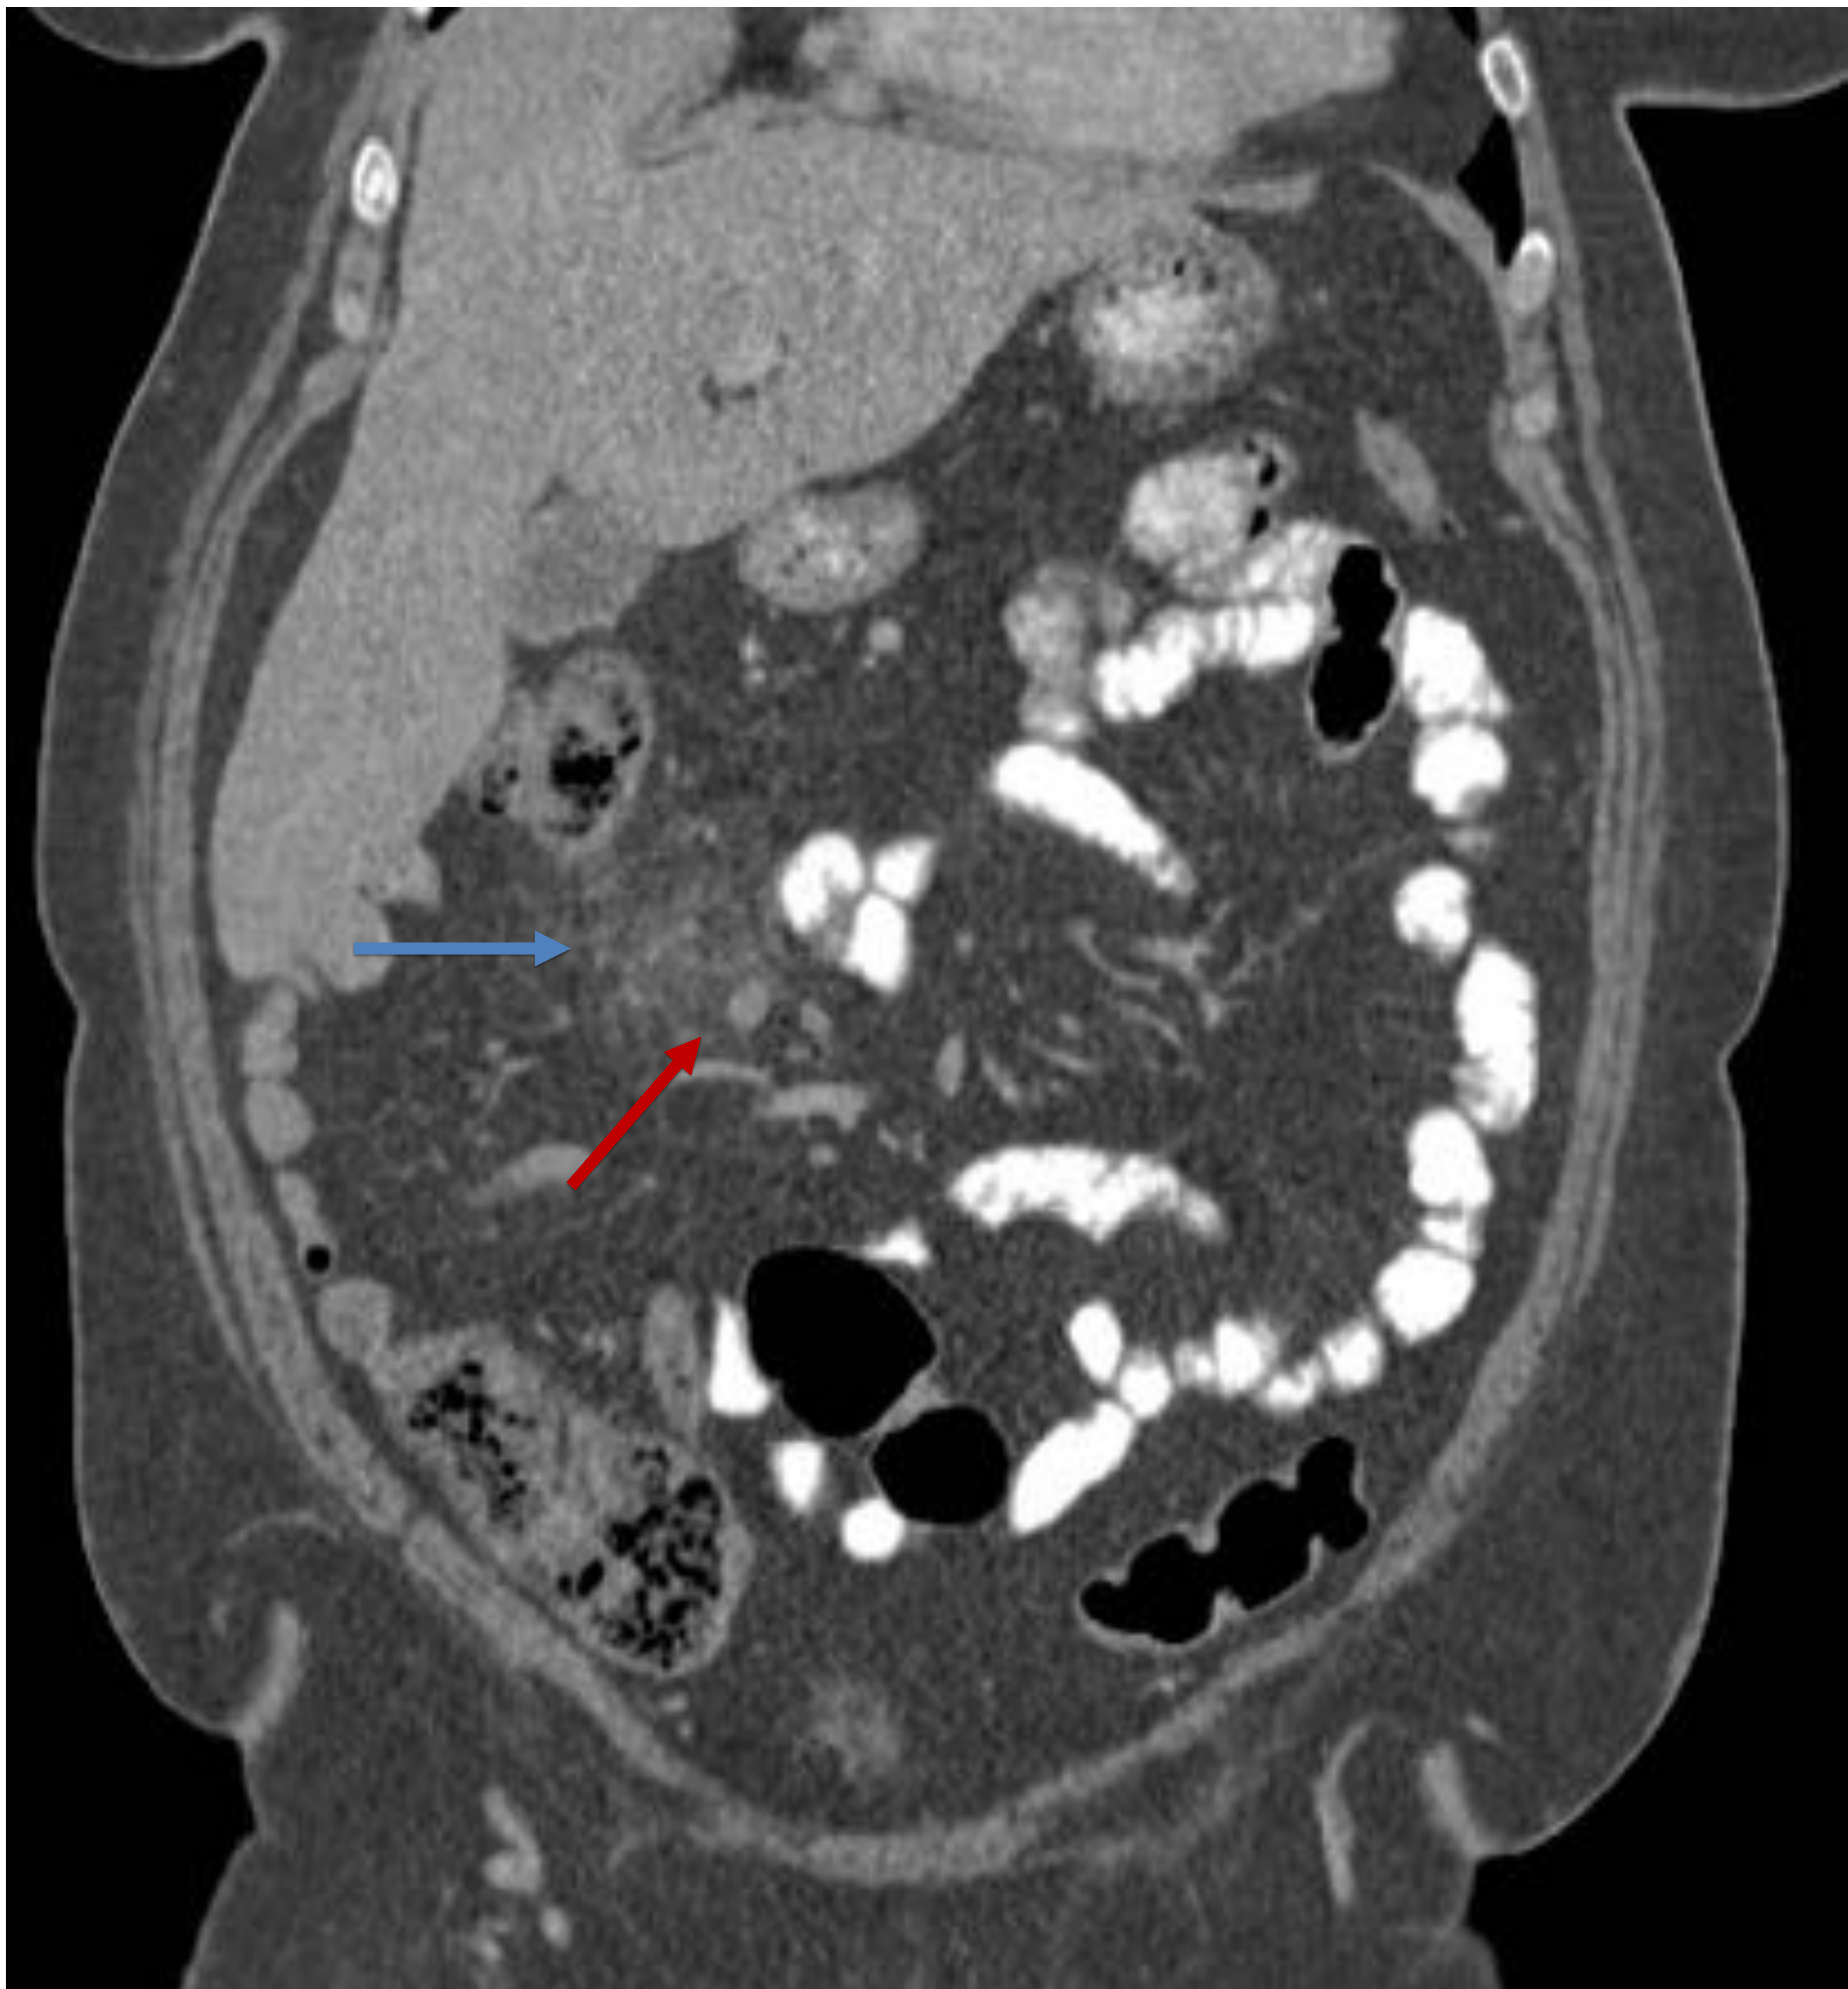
Paciente con dolor en hipocondrio derecho a la que se le realiza TC abdominal tras administración de contraste oral e IV (reconstrucción en el plano coronal). Aumento de densidad de la grasa (flecha azul) adyacente a un segmento de íleon que se encuentra engrosado y que se acompaña de adenopatías reactivas (flecha roja).
